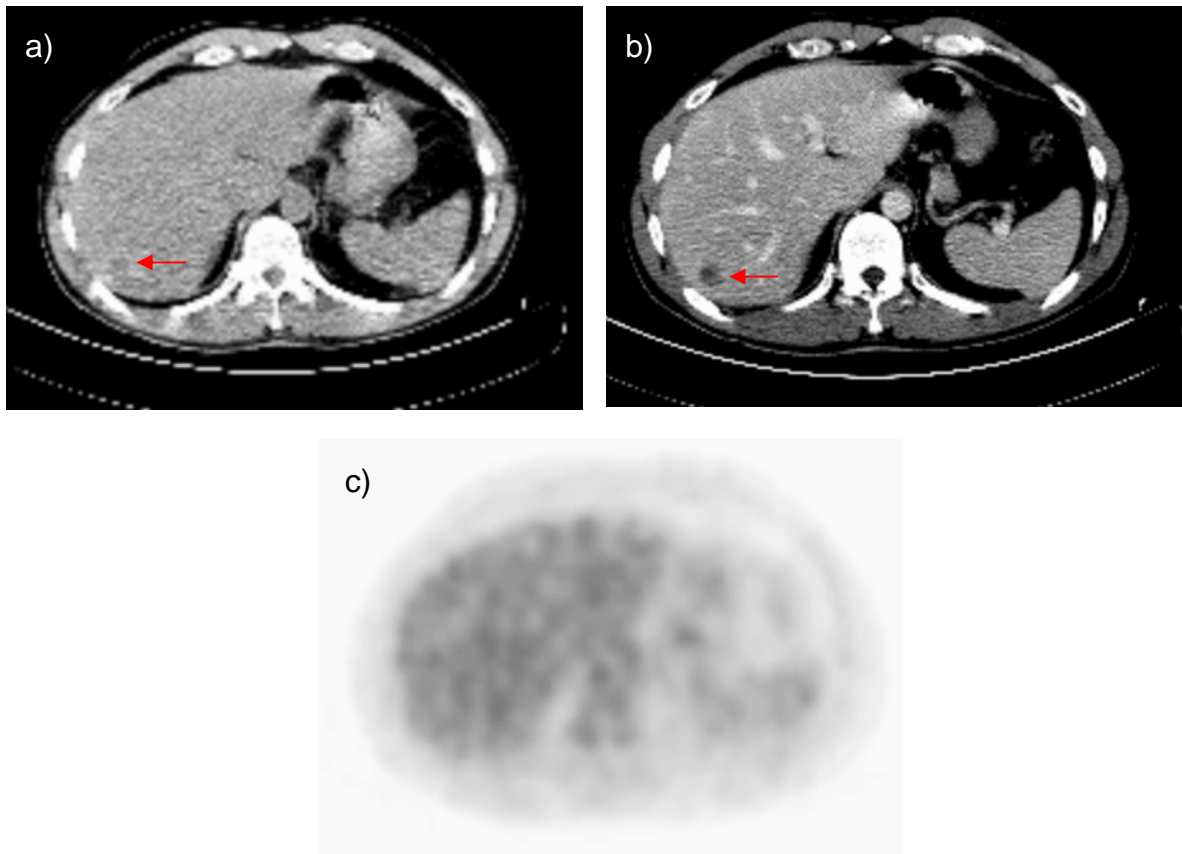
Falsch-negative Lebermetastase in der PET/Nativ-CT, 70-jähriger Patient
